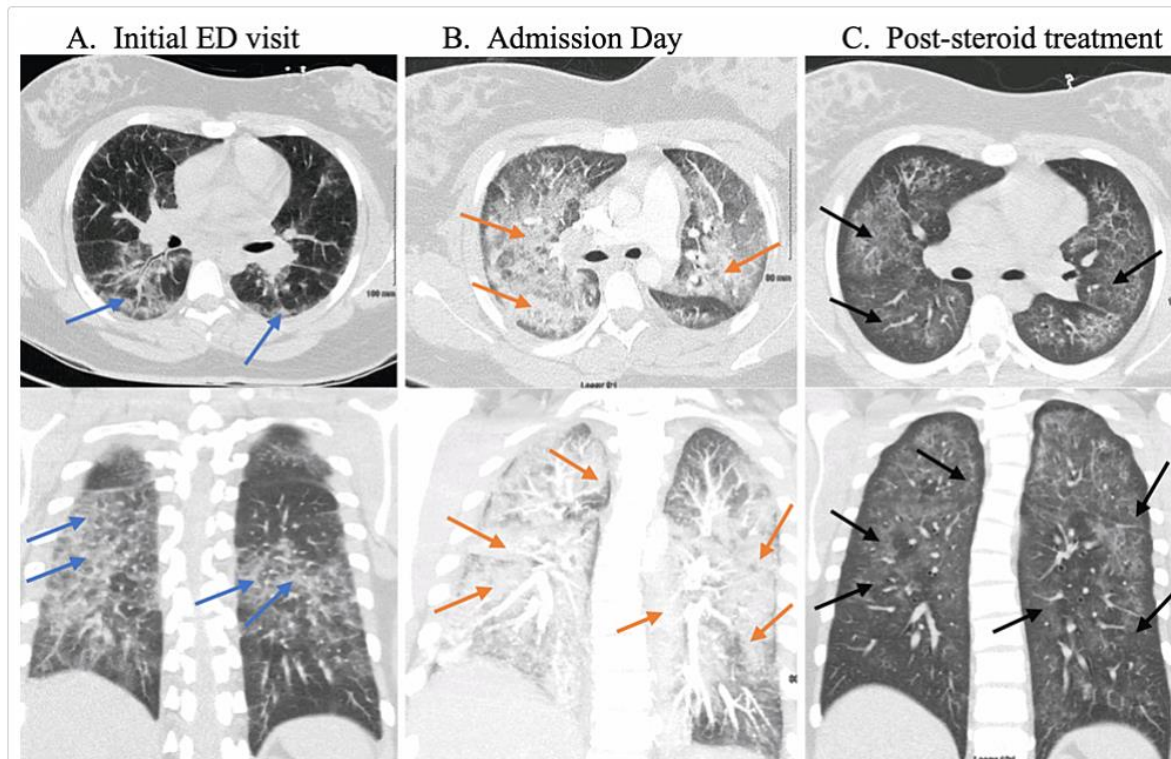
Computed tomography findings
